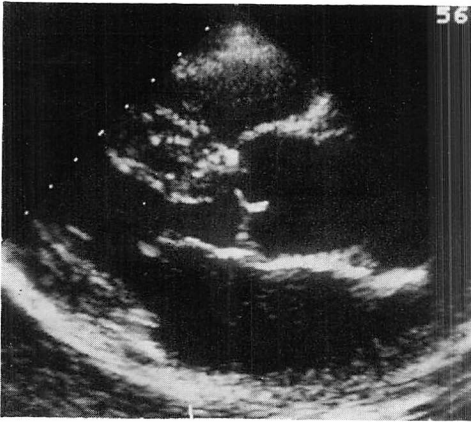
Long-axis echocardiogram of a 61-year-old woman with hypertension.
